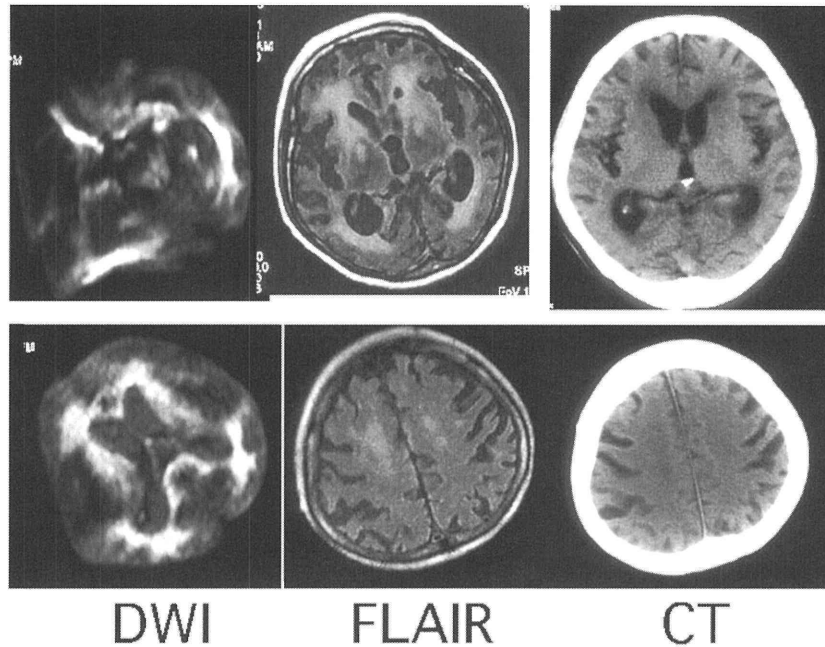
MRI (6か月後、2003年1月)。
